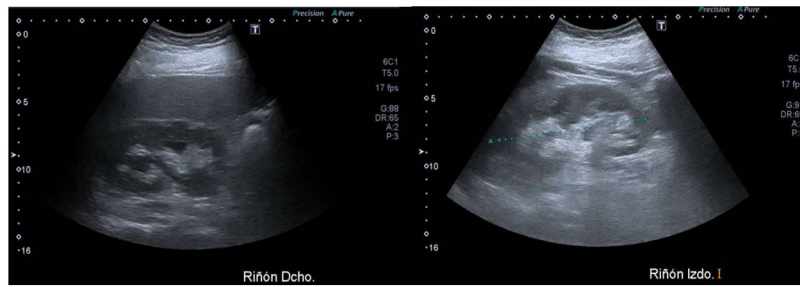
Ecografía renal bilateral a las 24 h de la cirugía.
